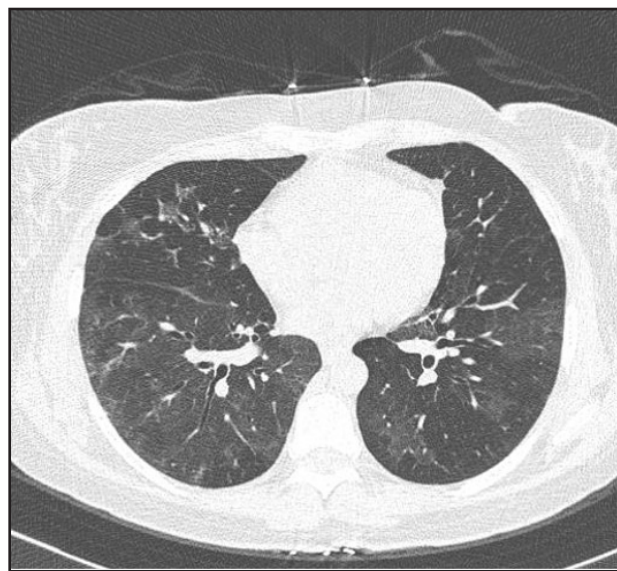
МСКТ ОГК в динамике от 01.02.2023 г. (описание в тексте).
